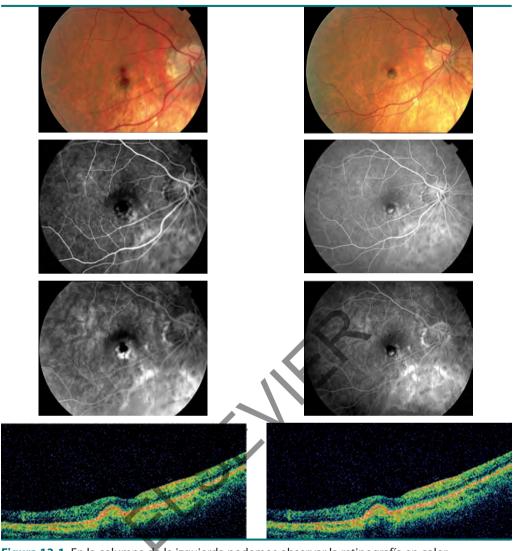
En la columna de la izquierda podemos observar la retinografía en color y la angiografía fluoresceínica (AGF) en tiempos medio y tardío de un paciente con neovascularización coroidea (NVC) asociada a miopía magna. Se aprecia una hemorragia junto a la NVC, así como una exudación evidente en tiempos tardíos de la AGF. La agudeza visual es de 65 letras ETDRS. En la columna de la derecha observamos el resultado tras tres inyecciones consecutivas intravítreas de 1,25 mg de bevacizumab. La hemorragia ha desaparecido y no hay escape, sino tinción en la AGF de la lesión fibrótica. La visión ha mejorado a 82 letras ETDRS. En la parte inferior observamos la tomografía de coherencia óptica inicial (izquierda) y después del tratamiento del paciente (derecha), sin que se encuentren cambios apreciables.
